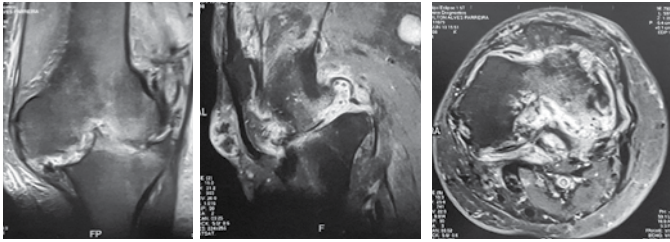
Ressonância magnética de joelho em corte T2 coronal (A), sagital (B), axial (C), com destruição da articulação.
